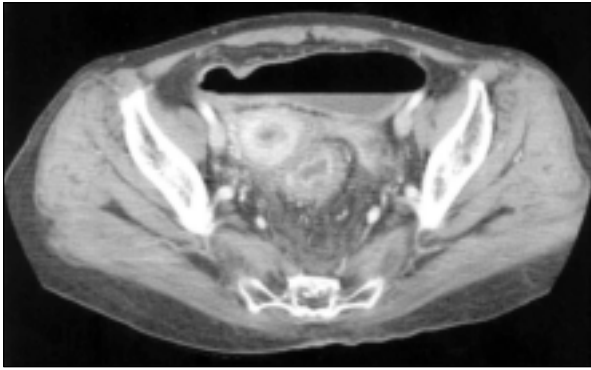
Abdomino-pelvic CT shows wall thickening and enhancement with pericolic infiltration on rectum and sigmoid colon. It seems like post-radiation change. There was no lymphadenopathy on entire abdominal cavity.
